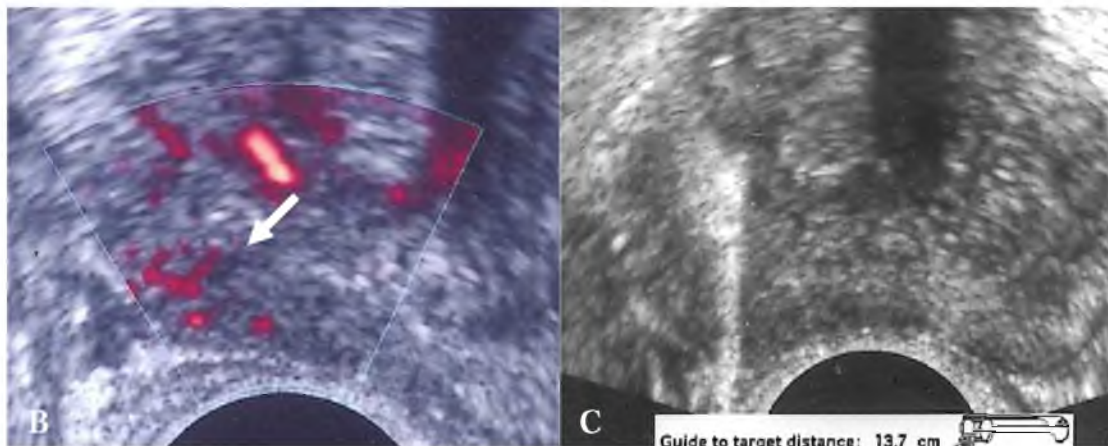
B. Ecografía transrectal con doppler color (imagen ampliada): área hipoeoica en el margen de la zona periférica derecha. Distribución central y focal de vasos, configurando una lesión más probablemente maligna (flecha), confirmado por la biopsia, como se observa en C, donde se identifica el trayecto de la aguja de punción (flecha).
